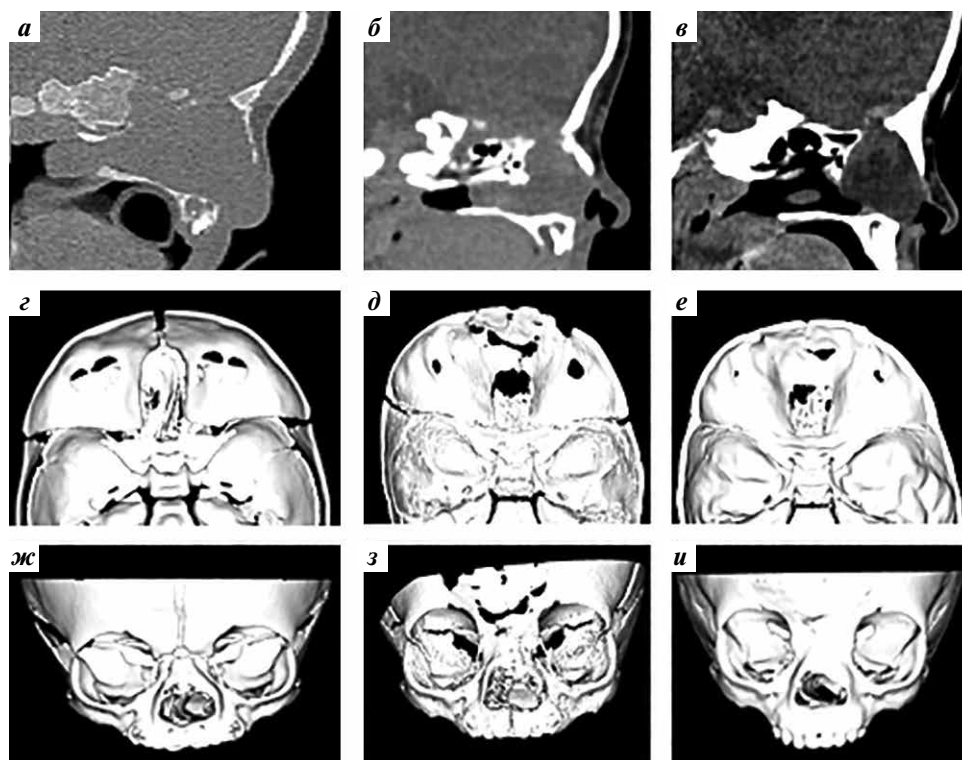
Компьютерные томограммы (а–в) и компьютерная 3D-реконструкция головного мозга пациента Р. (г–и): а, г, ж — при рождении: транстмоидальное менингоцеле слева, дефект решетчатой пластинки; б, д, з — в динамике после нейрохирургической операции: послеоперационные изменения, транстмоидальное менингоцеле слева; в, е, и — в динамике после 2 эндоскопических эндоназальных операций: дефект решетчатой пластинки, транстмоидальное менингоцеле слева, остаточная деформация лобно-орбитального комплекса
